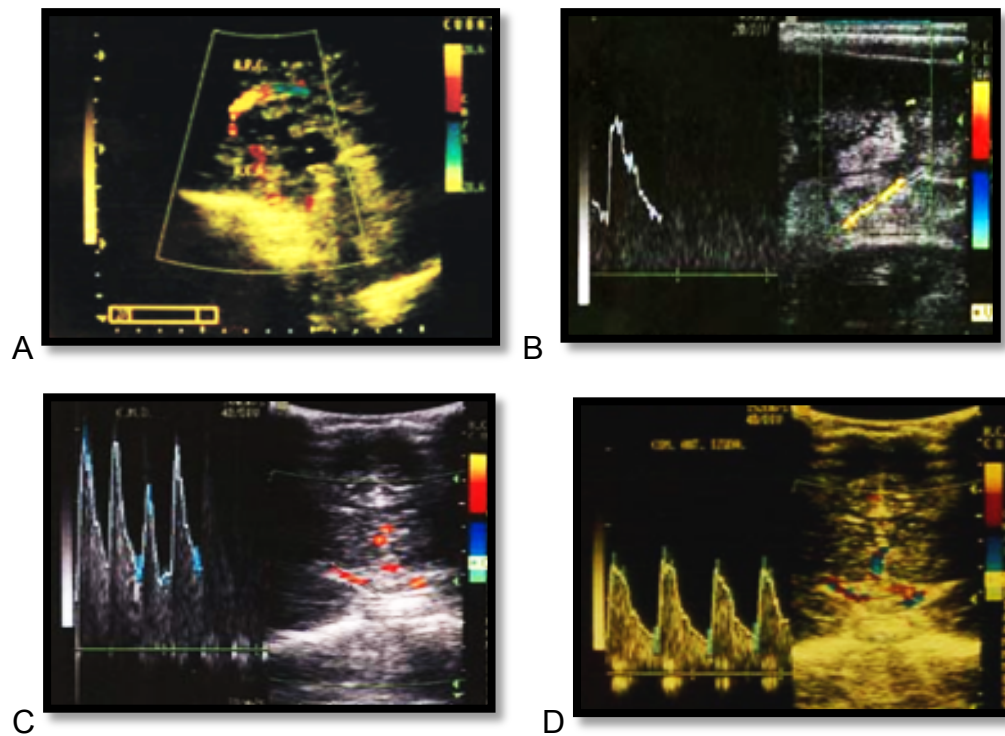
Ecografía Doppler Color: Visualización de arterias utilizando la fontanela anterior.
